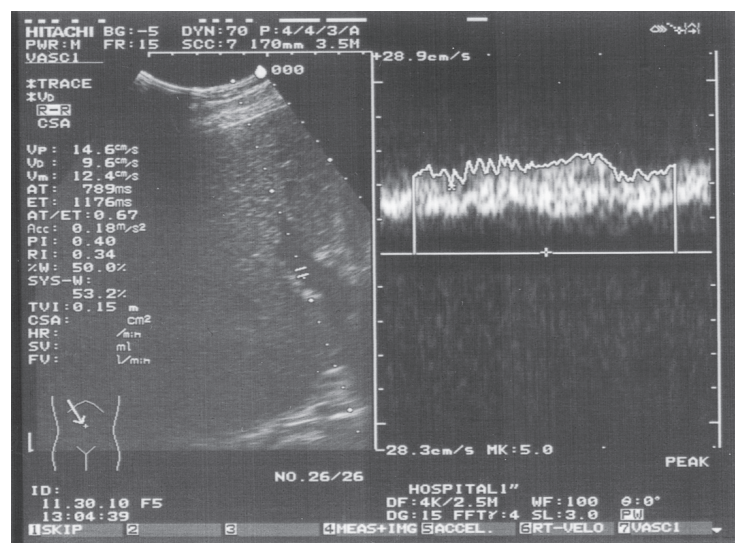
УЗИ печени: В-режим с оценкой портальной гемодинамики
